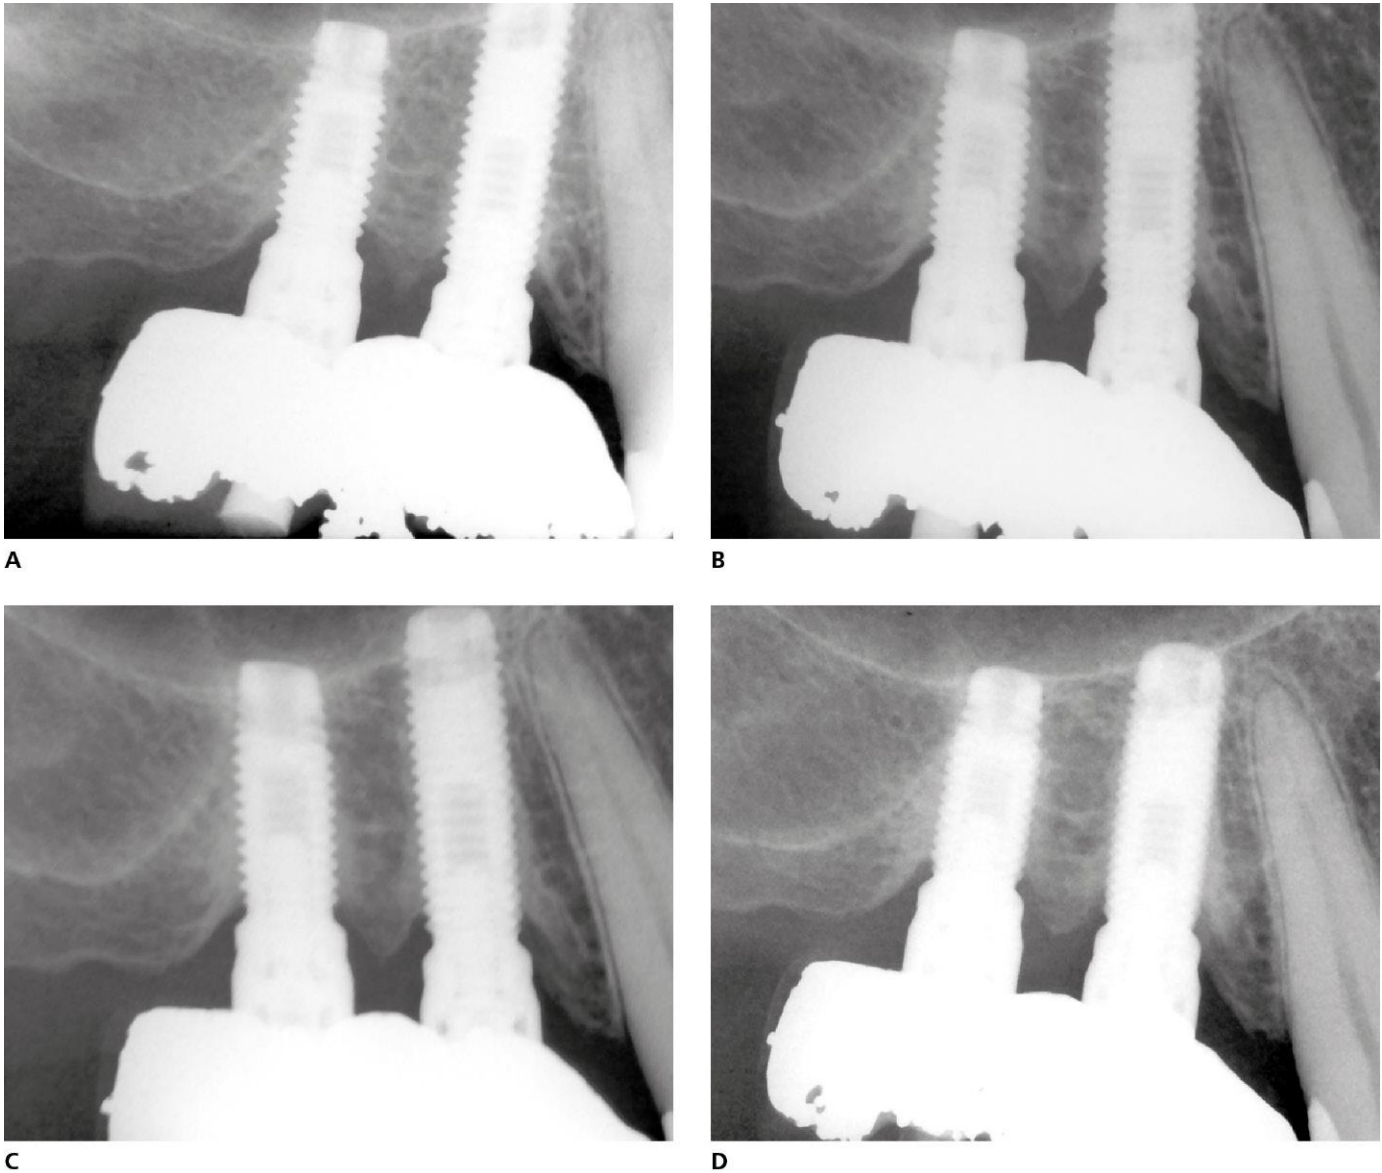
Pérdida ósea marginal. A. Radiografía al año. B. A los 3 años. C. A los 5 años. D. A los 7 años.
